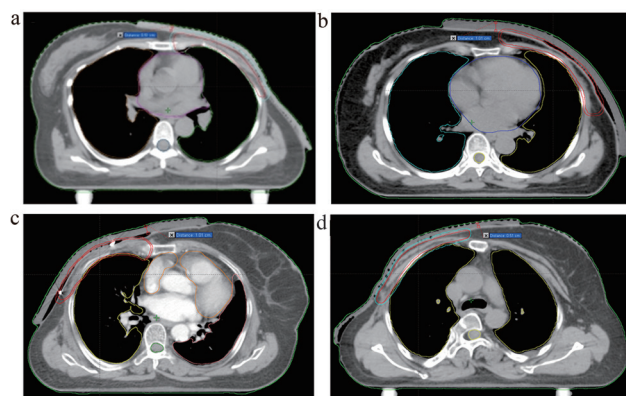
左、右侧乳腺癌患者采用0.5、1.0 cm补偿膜的CT图像
